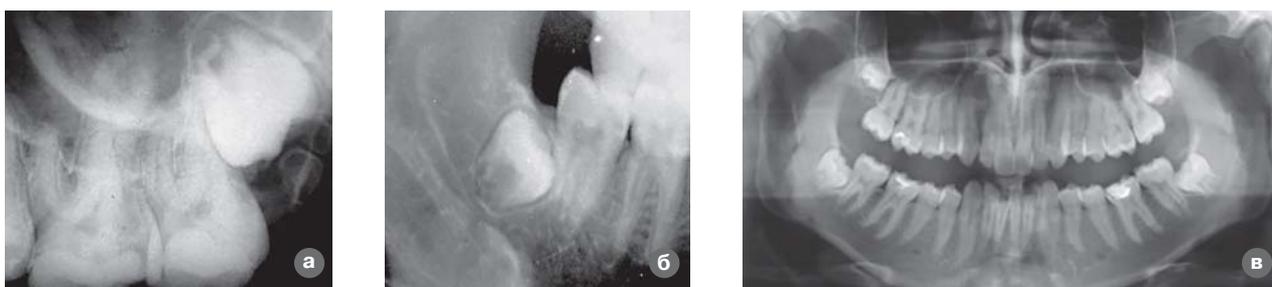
Рентгенограммы. Полная ретенция зубов мудрости на верхней (а) и нижней (б) челюстях. Ортопантомограмма больного с ретенцией зубов мудрости (в).
